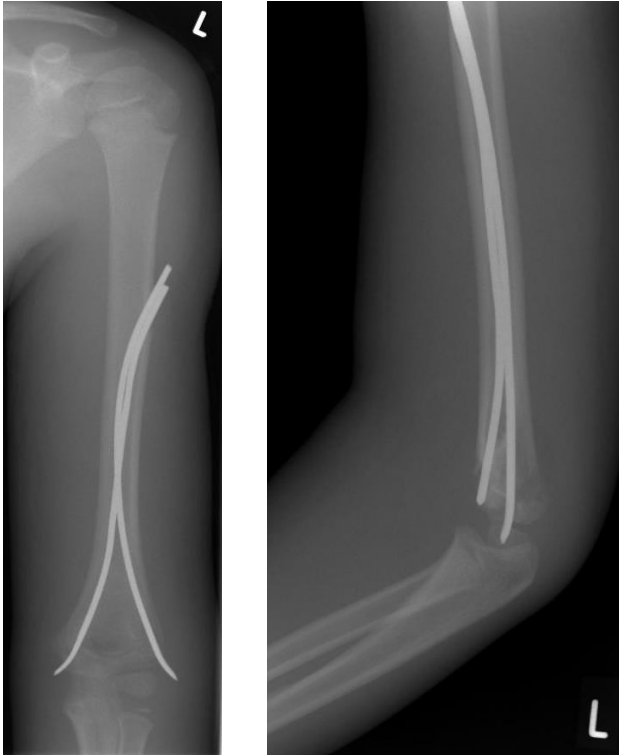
Röntgenaufnahme einer ESIN-Osteosynthese bei supracondylärer Humerusfraktur (Quelle: Klinik St. Hedwig Regensburg)
